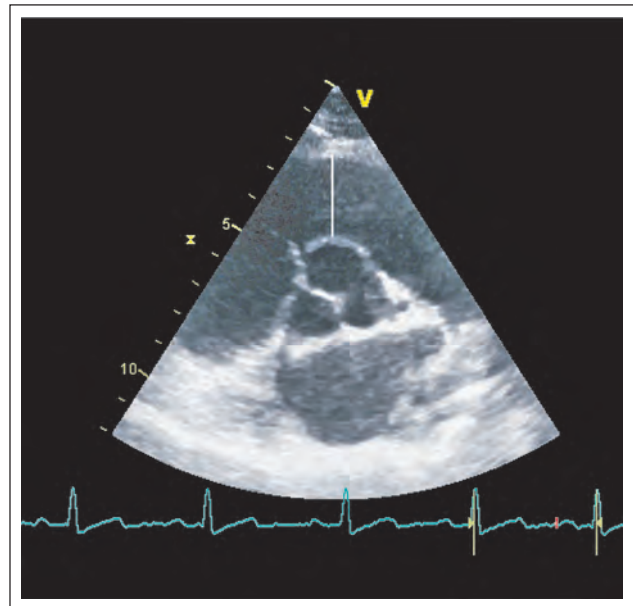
Vermessung des proximalen RVOT-Durchmessers im parasternalen Kurzachsenschnitt.
